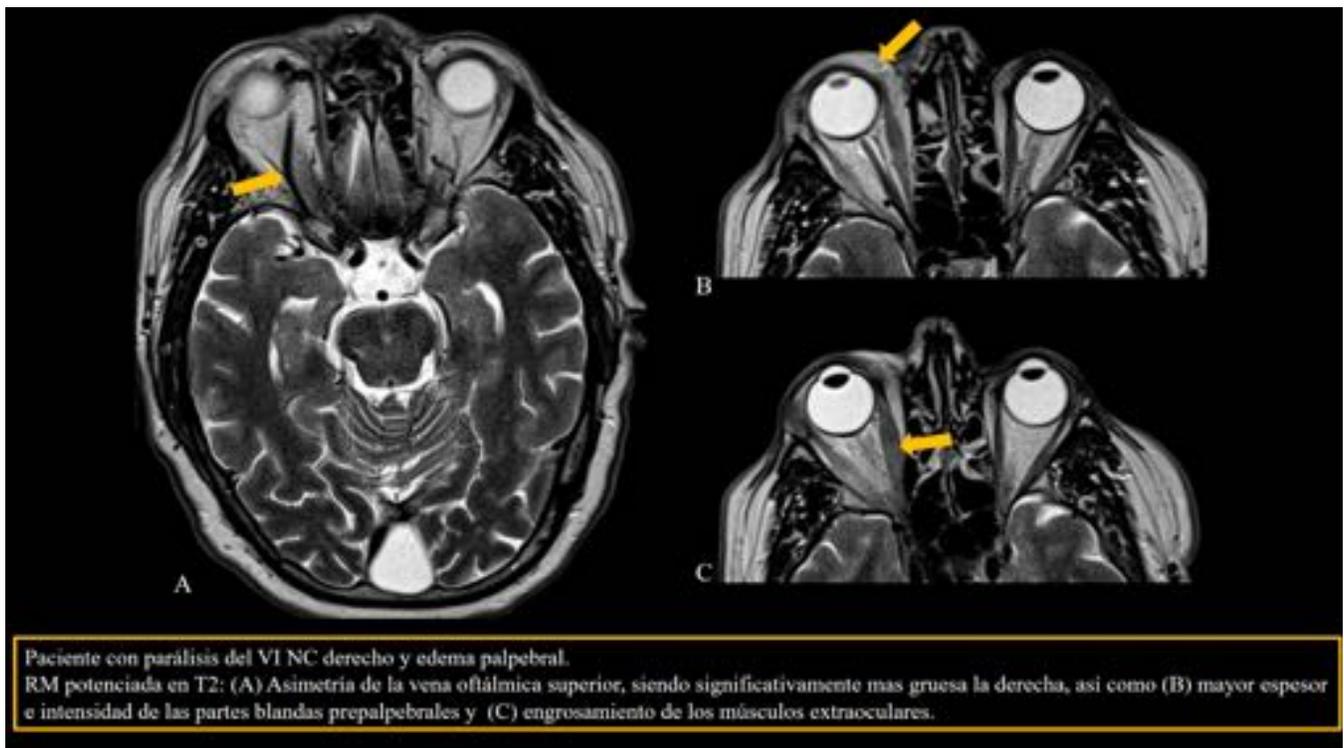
Hallazgos en RM de una FCC
